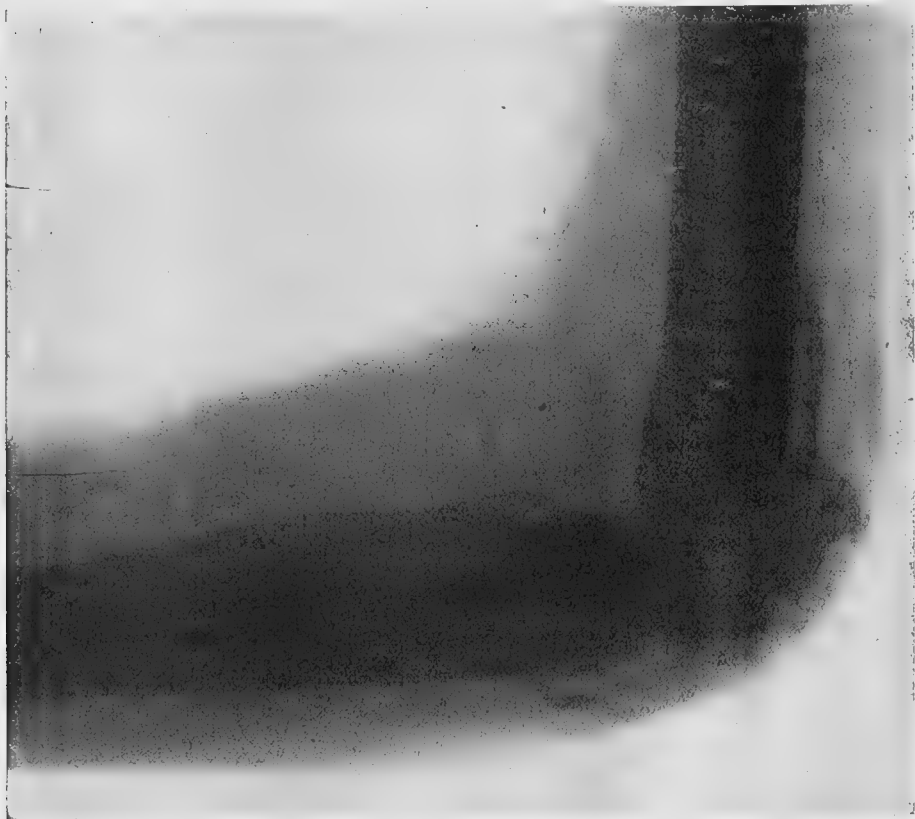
Pad... (Denise), 22 ans. Radiographie du 15 septembre 1927. Résection sous-périostée du coude pour tumeur blanche de forme grave le 21 février 1927. Reconstitution progressive des extrémités osseuses. Mouvements étendus.
